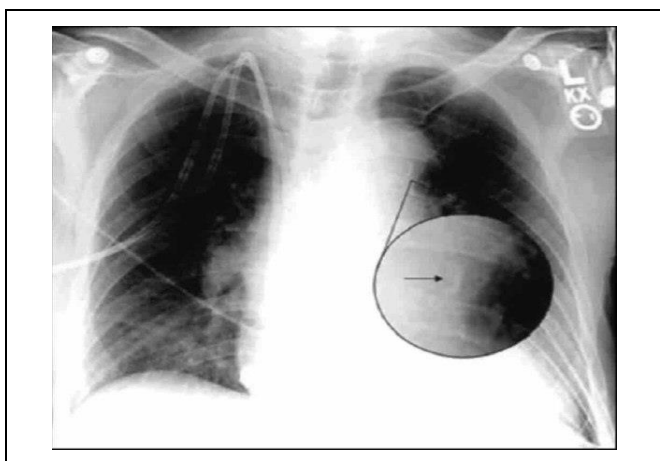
Рентгенограмма грудной клетки.
